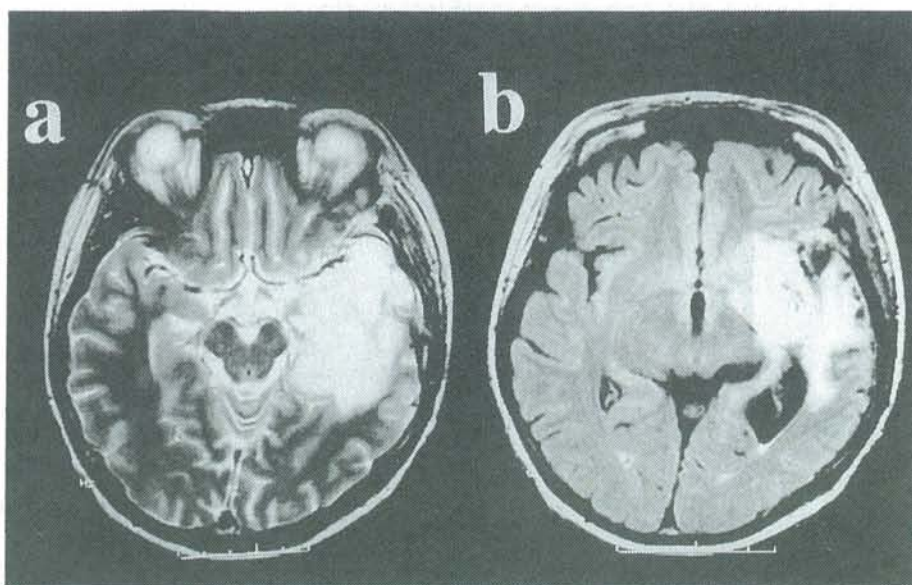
症例1：手術、同調化学放射線療法後のMRI画像
